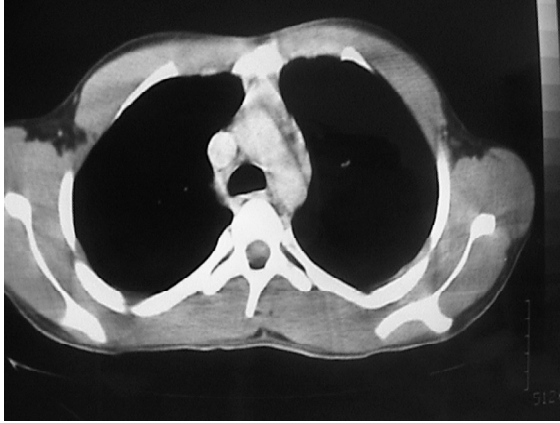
Toraks BT tedavi öncesi
